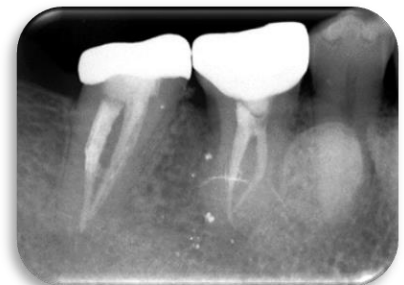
Radiografía periapical postoperatoria: 24 meses.
